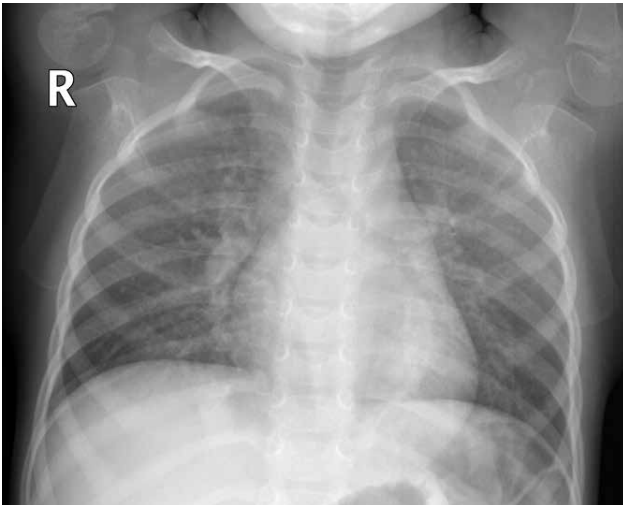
Radiografía tórax PA en segundo episodio.
